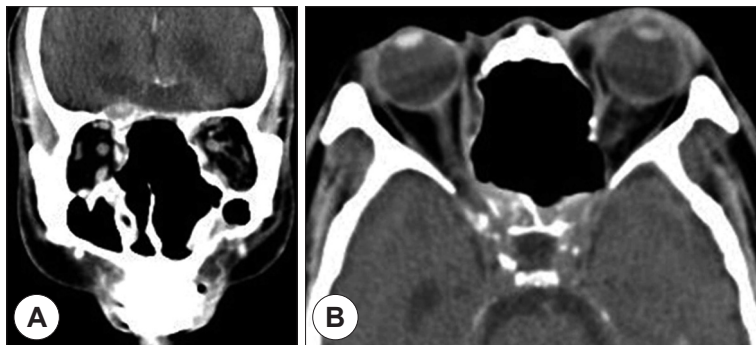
Postoperative CT show that the mass was near completely excised except superomedial corner of of right orbit and right sphenoid sinus. A : Coronal. B : Axial view.
